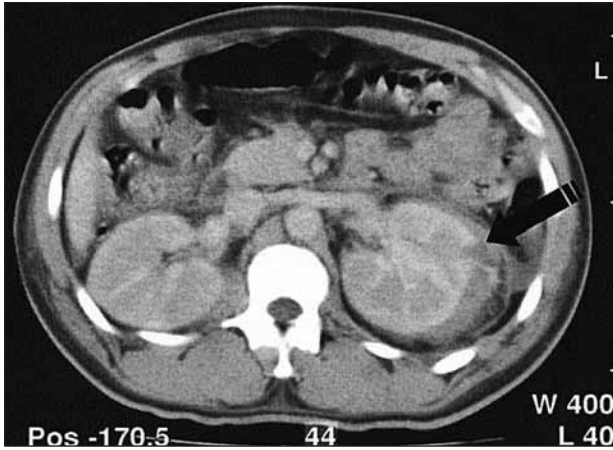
Imagen de tomografía computerizada (T1), mostrando el área de rotura renal (flecha).
